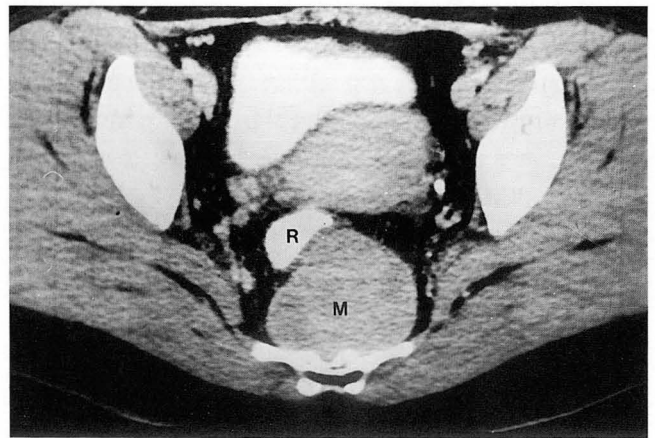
Postcontrast CT scan reveals presacral mass(M) with inhomogeneous enhancement and rectum(R) displaced anterolaterally by this mass.
